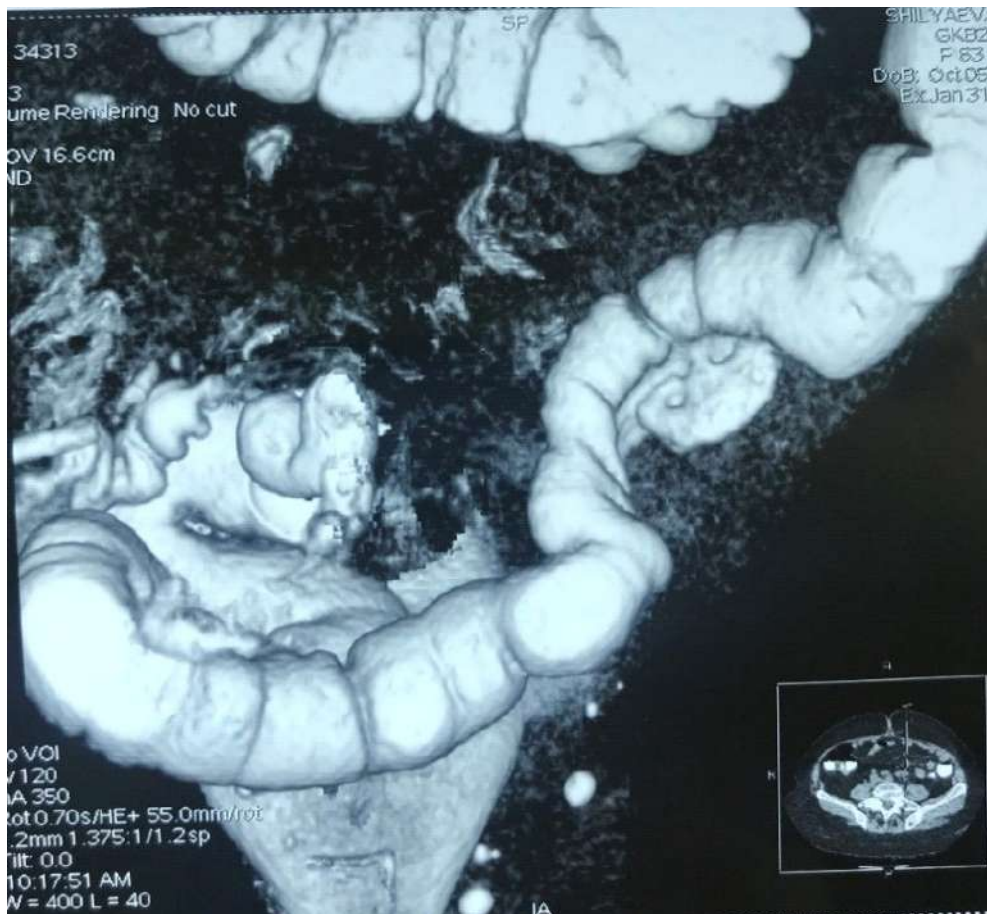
КТ с контрастированием толстой кишки под контролем внутрипросветного давления
